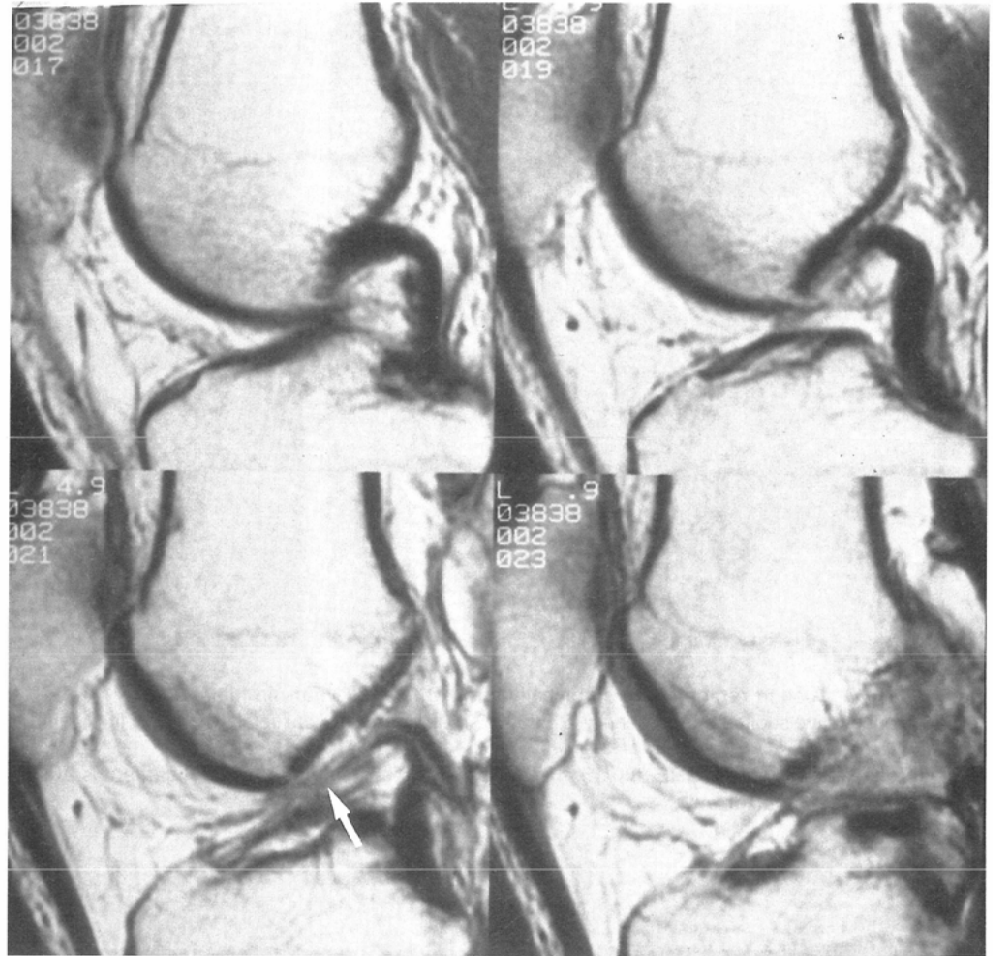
A 37-year-old man. A nonvisualized anterior cruciate ligament. Four consecutive sagittal T2-weighted (SE 2000/80)MR images with arthroscopically proved ACL tears. No solid low-intensity band is identified in the expected course except fine bundles (arrow).
